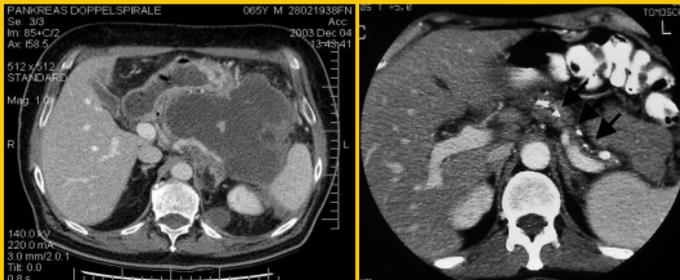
Links eine Computertomographie eines Patienten mit einer akuten Pankreatitis, rechts eines Patienten mit einer chronischen Pankreatitis.
